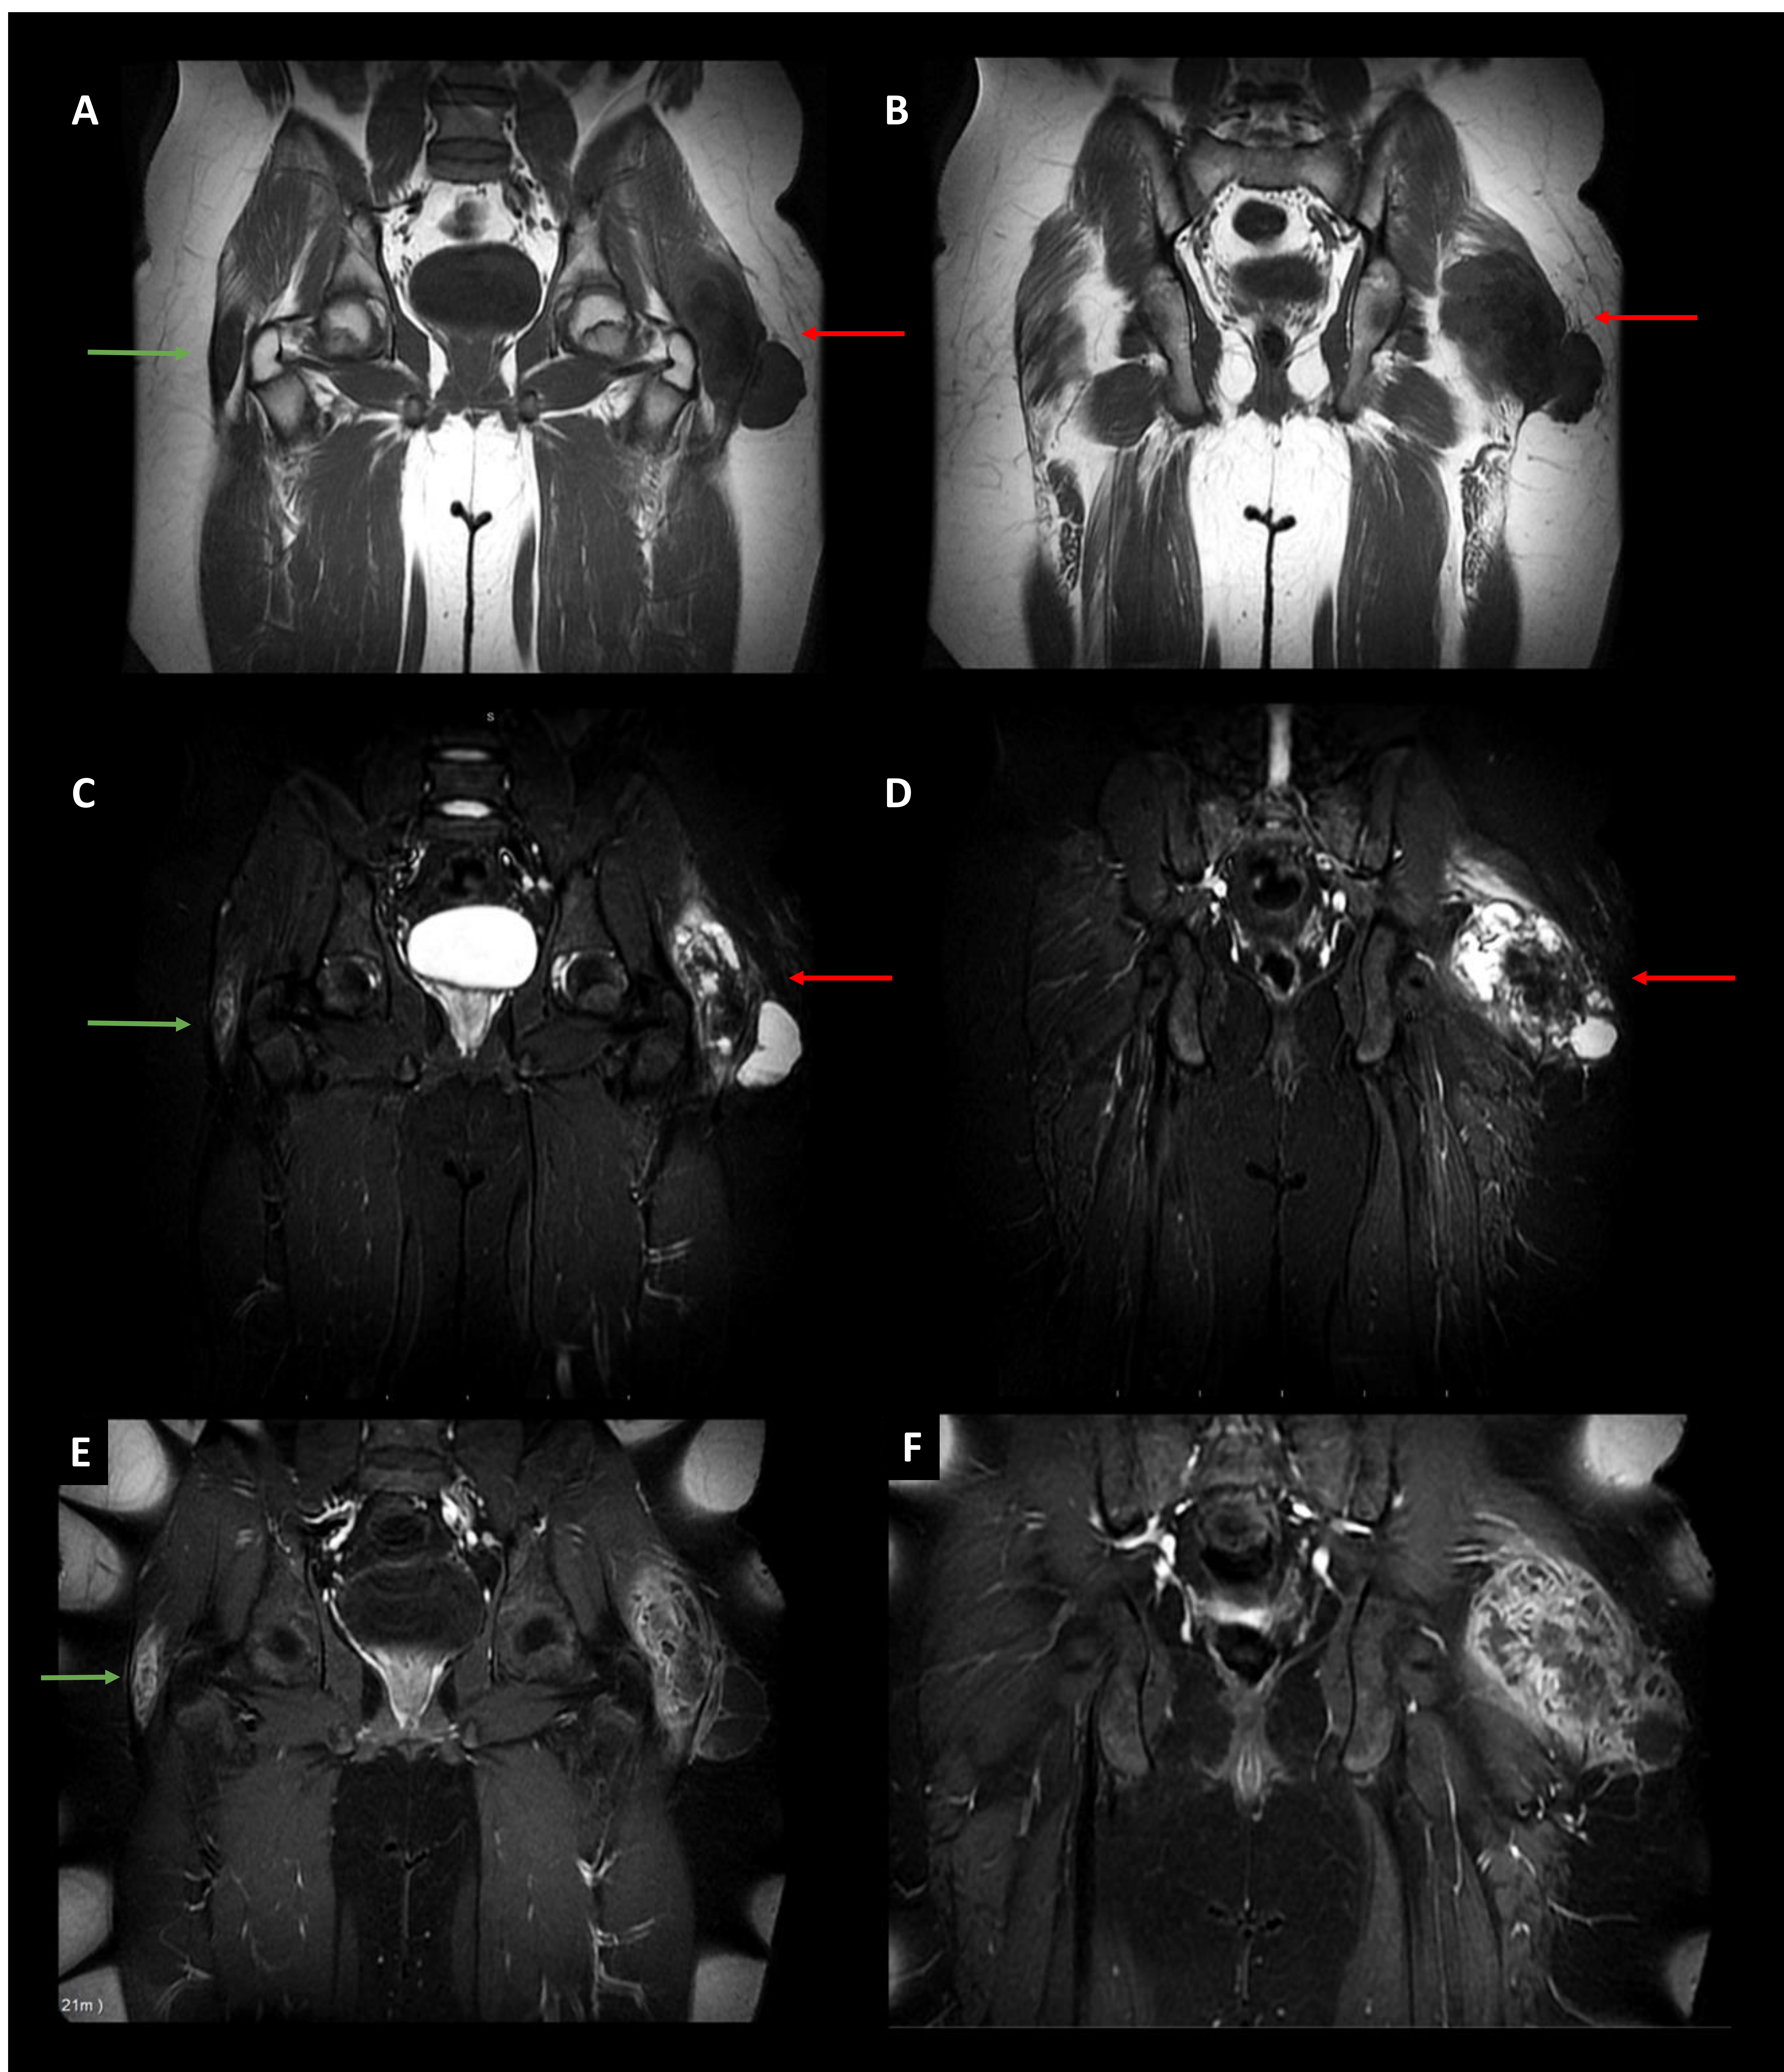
MRI. Cadera Izquierda (flecha roja): Voluminosa masa heterogénea de localización en la bursa peritrocantérea superficial con dimensiones aproximadas de 10 x 7 x 6.7 cm (CCxAPxT) y que afecta a los músculos glúteos medio y mayor. Muestra áreas quísticas hipointensas en T1 (A y B) e hiperintensas en T2FS (C y D), con áreas hipointensas en todas las secuencias sugestivas de calcificaciones. Presencia realce heterogéneo tras la administración de gadolinio (Gd) (E y F), sin realce en las zonas quísticas y discreto edema adyacente. Cadera Derecha (flecha verde): lesión de menor tamaño y características similares que afecta la bursa peritrocantérea superficial y al músculo glúteo mayor.
